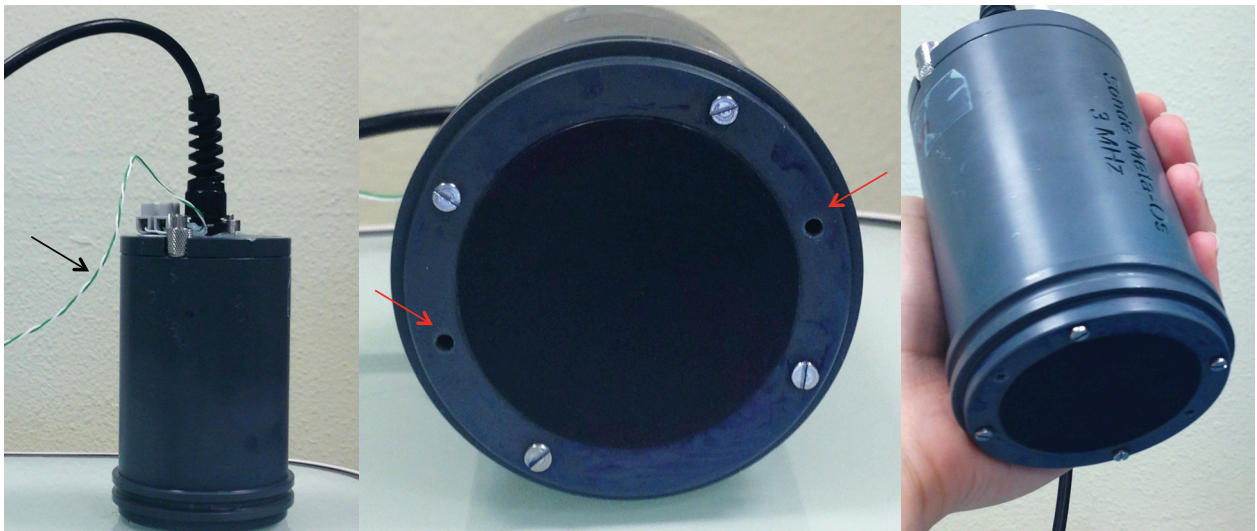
Sonde ultrasonore
